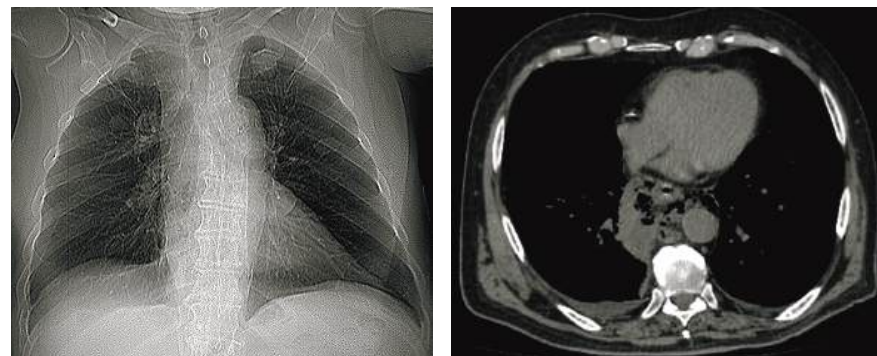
Обзорная рентгенограмма и МСКТ (поперечный срез) груди при заднем гнойном медиастините в результате перфорации верхней трети пищевода
